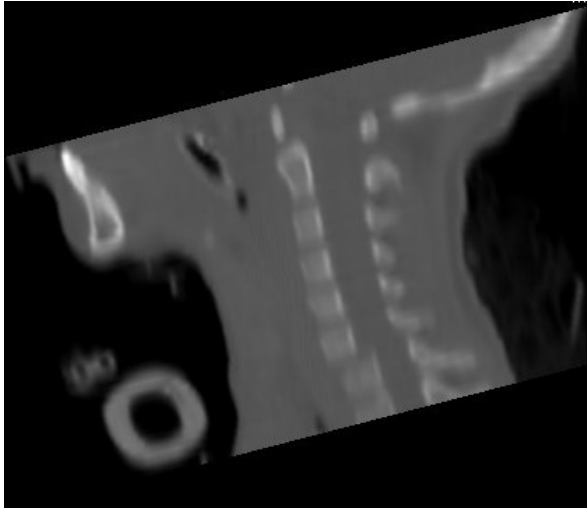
TAC cervical sin contraste. Subluxación anterior de C6 sobre C7, con un desplazamiento de aproximadamente 4,5 mm.
